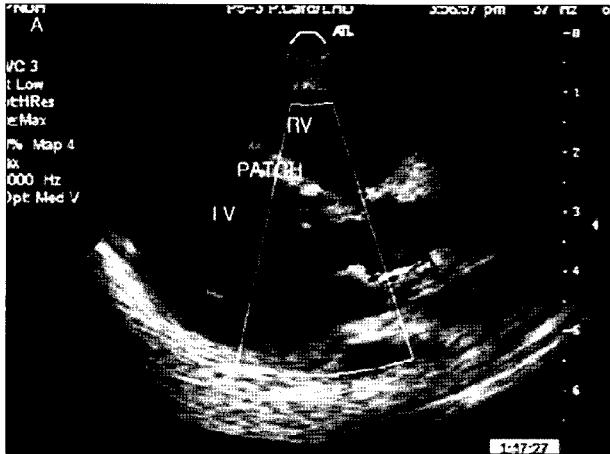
Postoperative 2D Echocardiogram 2months after discharge. Parasternal long axis view shows no significant leakage through patch. RV=Right ventricle; LV=Left ventricle.
